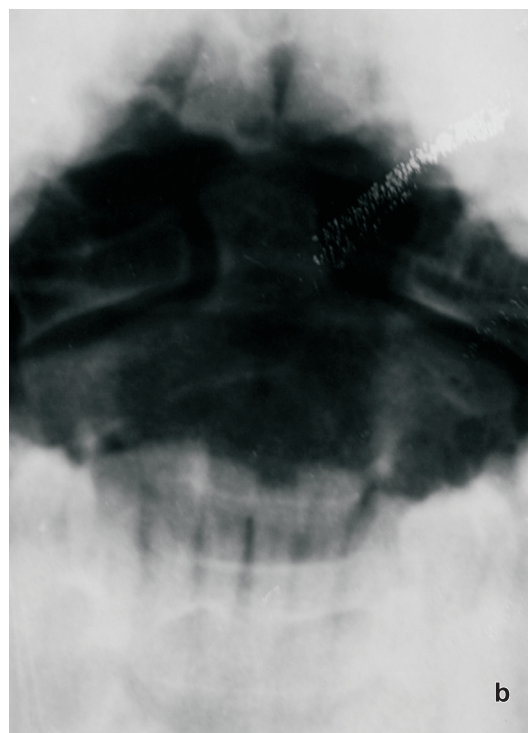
Radiografie a regiunii cervicale a coloanei vertebrale: (a) proiecție laterală și (b) proiecție transorală (2001).
